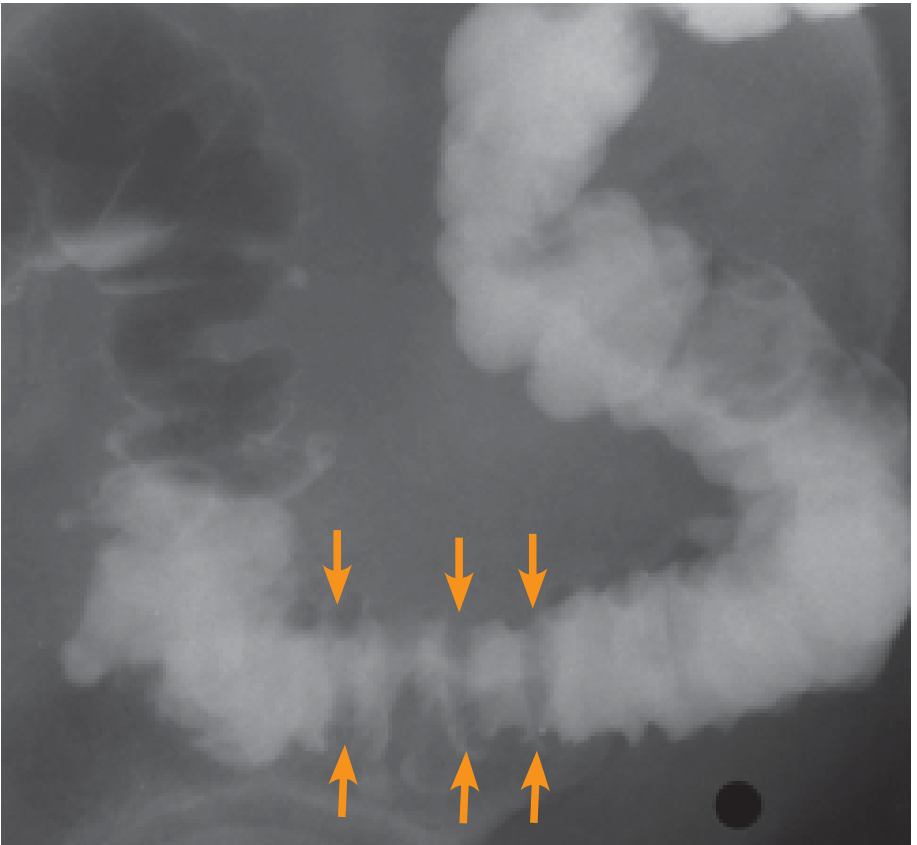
Röntgenologischer Nachweis einer akuten Divertikulitis (Pfeile) mit einem wasserlöslichen Kontrastmittel.
